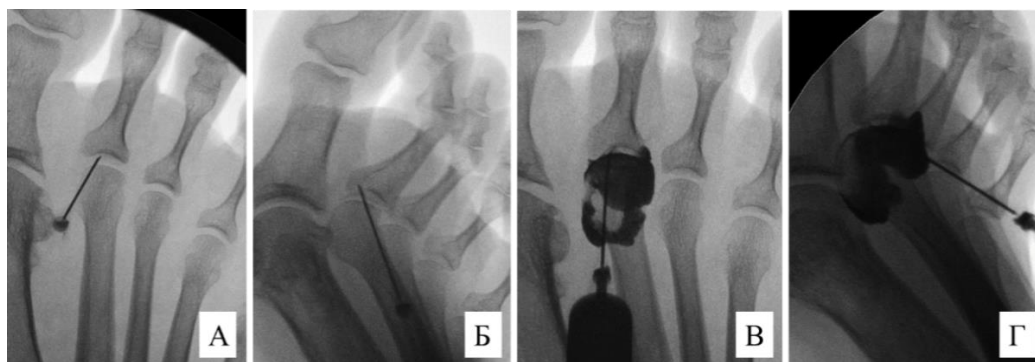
Этапы проведения артрографии 2-го ПФС правой стопы пациентки Б., 50 лет, ИБ № 126784: А, Б – рентгенограммы правой стопы в прямой и медиальной  $\frac{3}{4}$  проекциях, определяется внутрисуставное введение инъекционной иглы; В, Г – рентгенограмма правой стопы в прямой и медиальной  $\frac{3}{4}$  проекциях после введения контрастного вещества, определяются признаки перерастянутой капсулы 2-го ПФС
